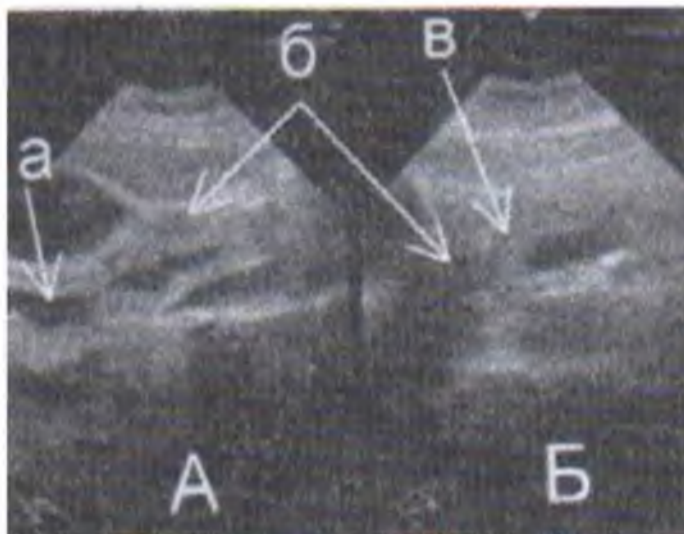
УЗИ. Стеноз большого дуоденального сосочка ДПК. а) расширенный желчный проток; б) головка поджелудочной железы; в) расширенный панкреатический проток
